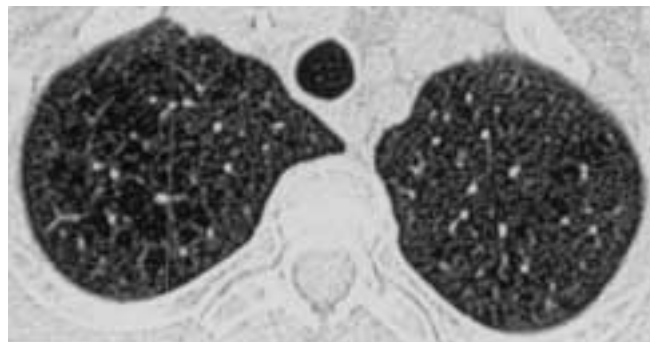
HRCT- scansione inspiratoria a livello dei segmenti apicali che evidenzia la presenza di enfisema centrolobulare, in una paziente fumatrice di 51 anni.
